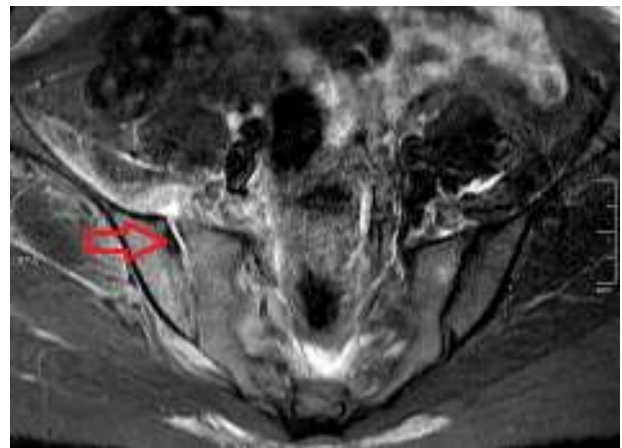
Resonancia magnética nuclear simple con secuencia de inversión-recuperación (STIR) de sacroilíacas. La flecha muestra los cambios inflamatorios de tejidos blandos periarticulares.
